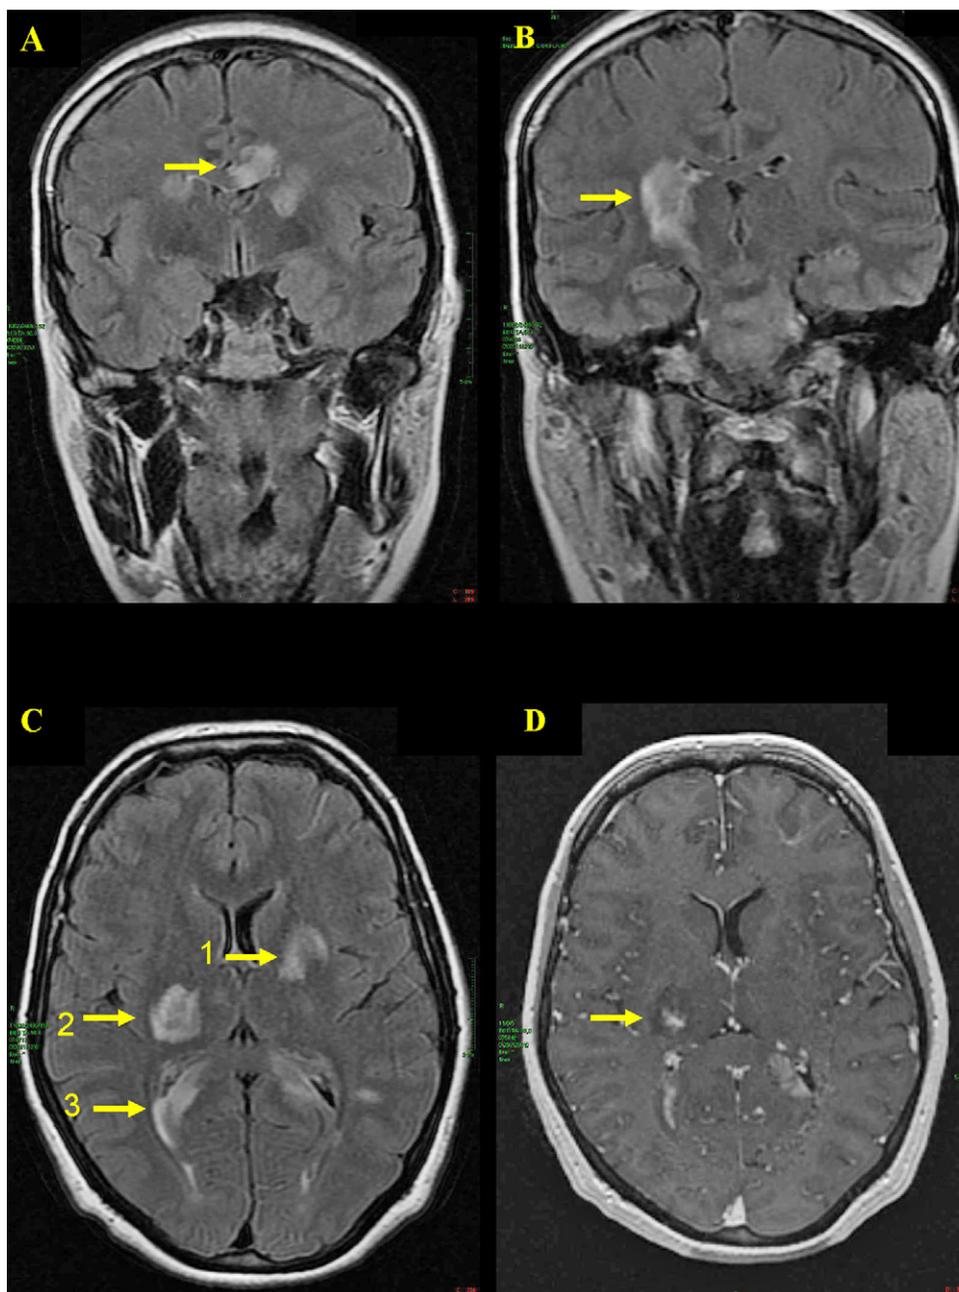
Encéphalomyélite aiguë disséminée chez une femme de 38 ans, révélée par un tableau associant encéphalopathie, troubles sensitifs des quatre membres et diplopie horizontale. IRM cérébrale, séquences FLAIR A, B, C et T1 avec injection de gadolinium D, en coupes coronales A, B et axiales C, D. Lésions multifocales de la substance blanche A, B, C3 avec atteinte du corps calleux A, associées à des lésions de la substance grise profonde : lésions capsulothalamique droite B, C2 et capsulolenticulaire gauche C1, rehaussées après injection de gadolinium D. Évolution favorable sous corticoïdes.
